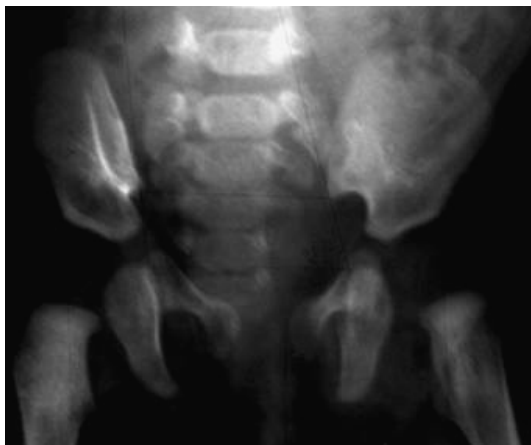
Больной Т. 3 года. Рентгенограмма таза в прямой проекции. Определяется разнонаправленность в пространстве ориентации верхнего сегмента таза (подвздошная кость) относительно нижнего (лонно-седалищного) с разворотом на границе У-образного хряща.
